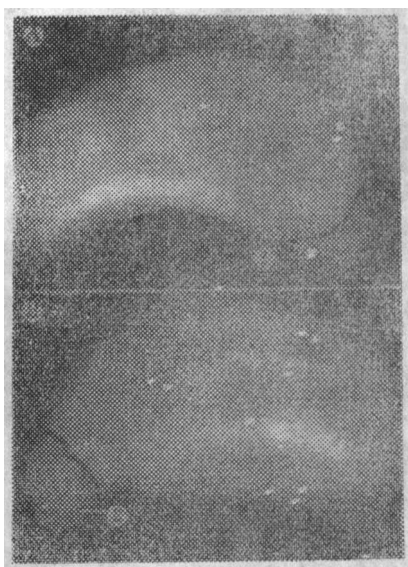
左、右足舟骨前后位X线像(女,15岁,×1.4)
